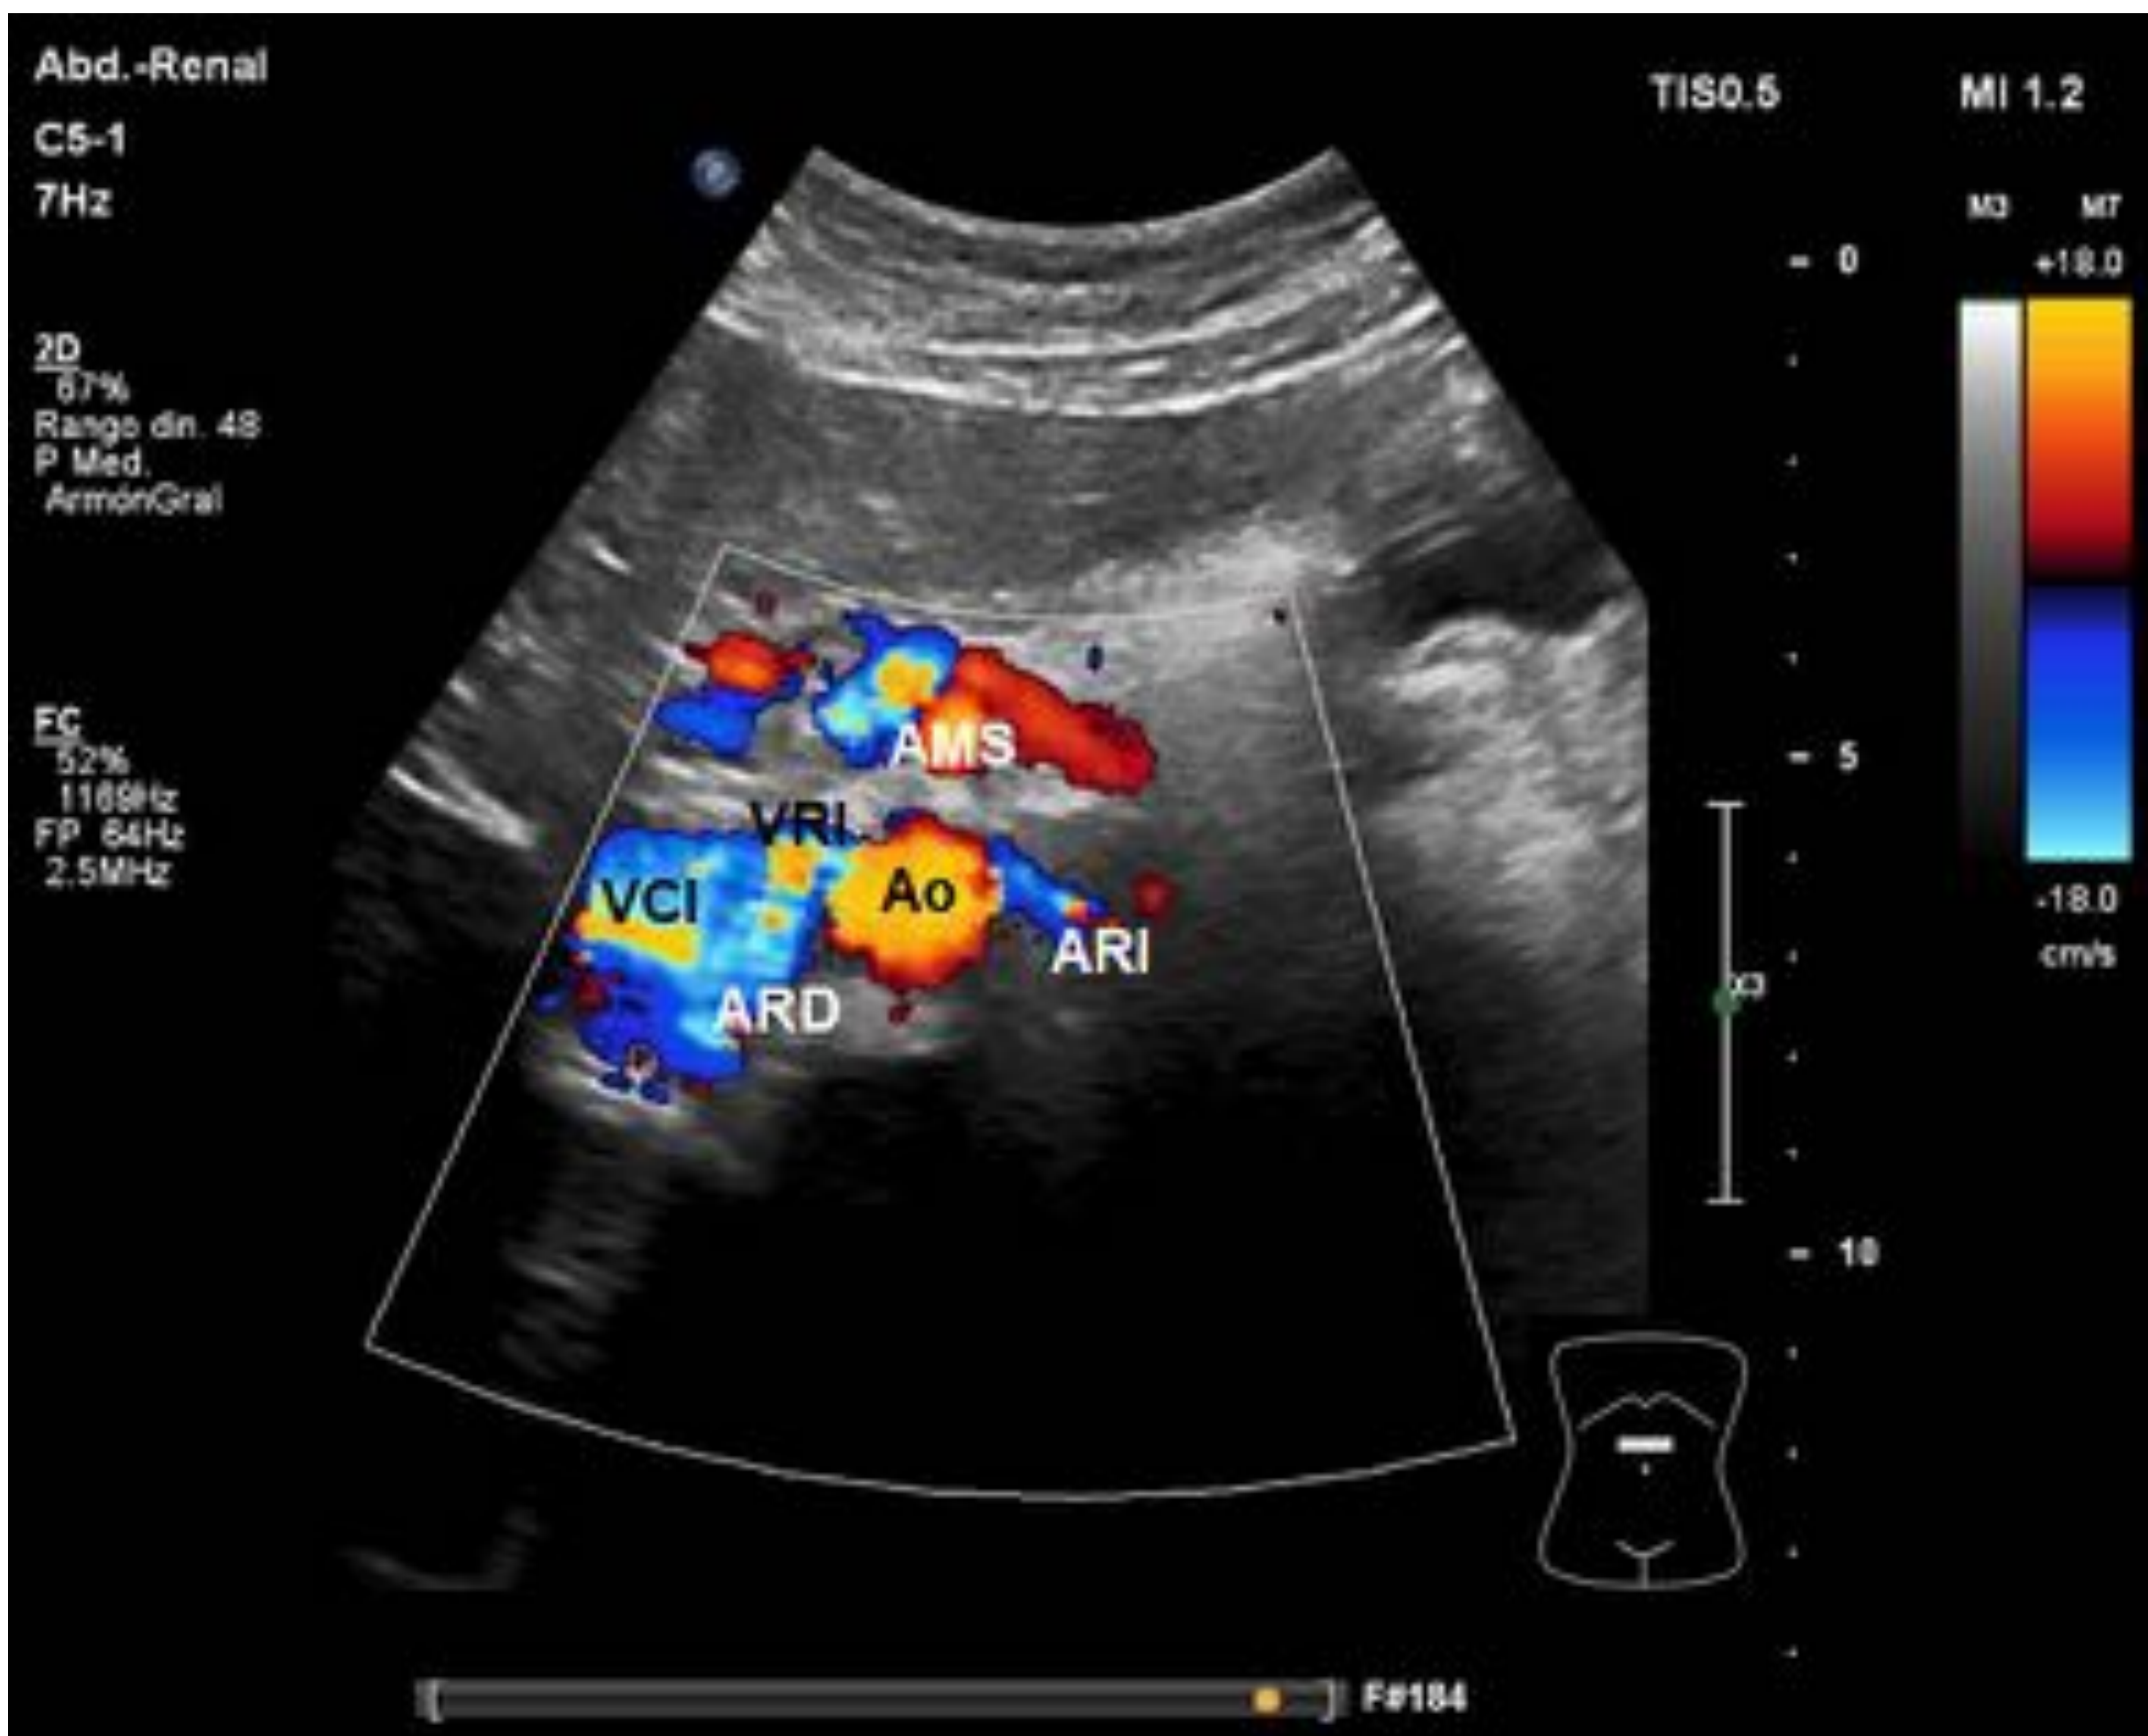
Corte transversal en mesogastrio en decúbito supino. Doppler color. Ao: aorta, AMS: arteria mesentérica superior, ARD: arteria renal derecha, ARI: arteria renal izquierda, VCI: vena cava inferior, VRI: vena renal izquierda.
